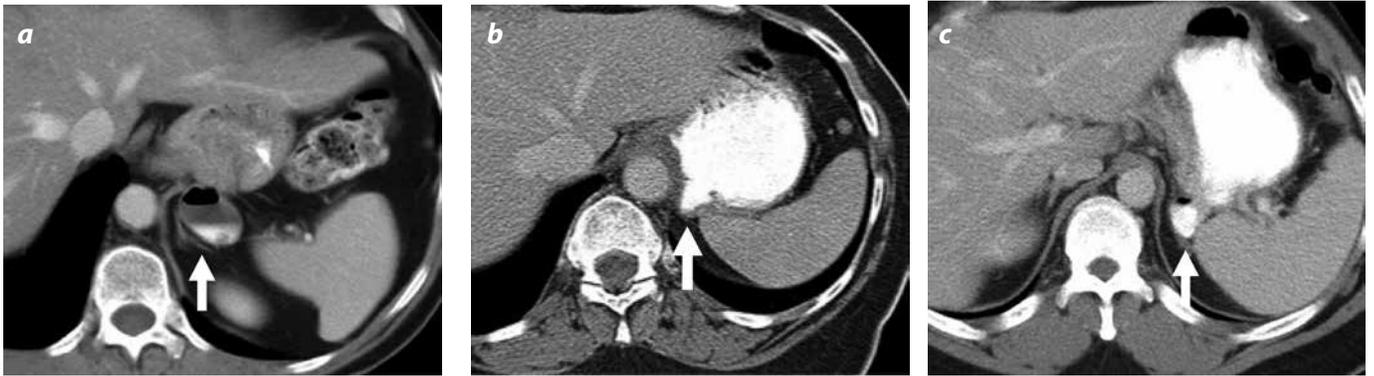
(a, b, c). TAC de tres pacientes con divertículos gástricos congénitos posteriores en el fondo; hay llenado total o parcial con el medio de contraste oral y los divertículos en a y b tienen la burbuja en su interior (líneas blancas).
